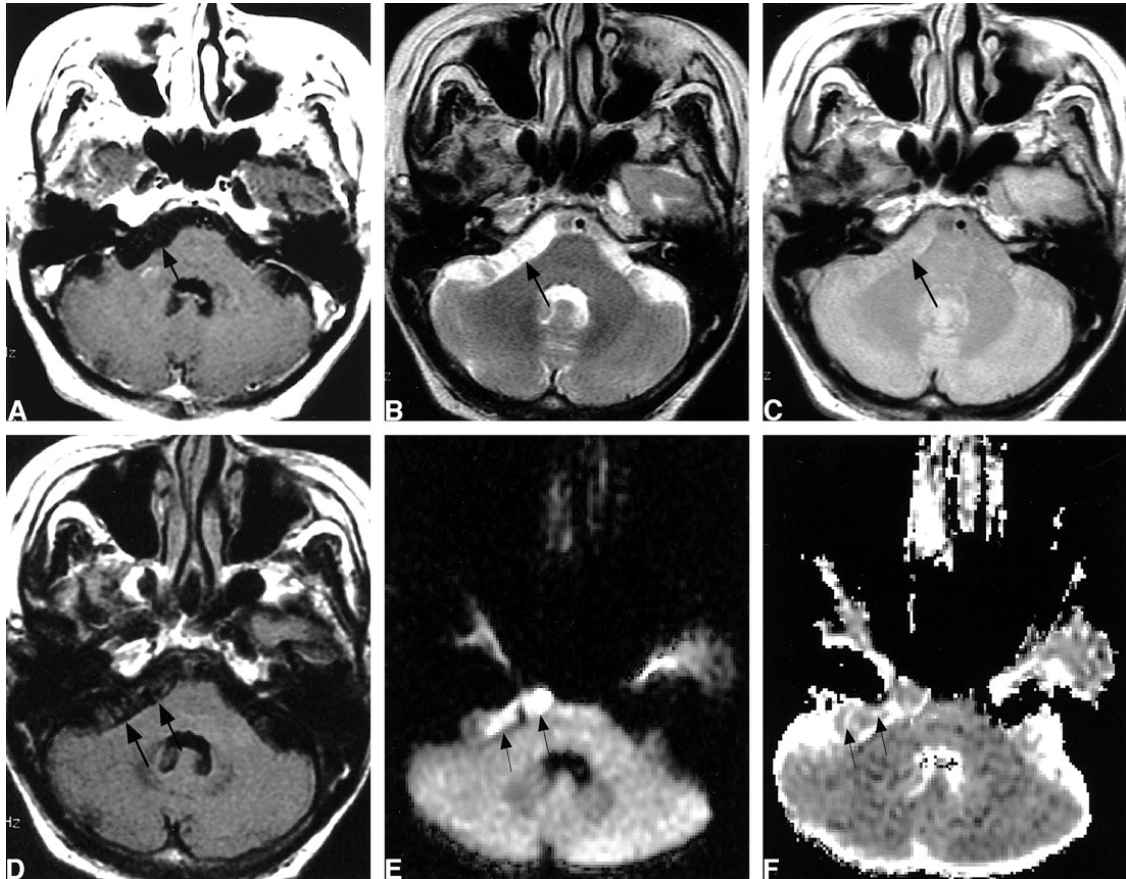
IRM cérébrale en coupes axiales montrant un kyste épidermoïde de l'APC Droit [30].
